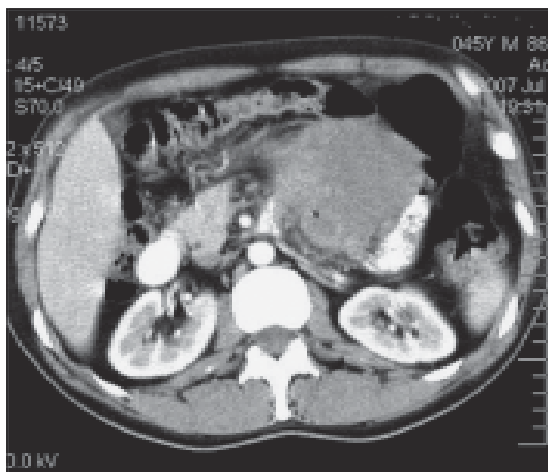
TAC evidencia una masa de densidad sólida de 13 cm de diámetro.
